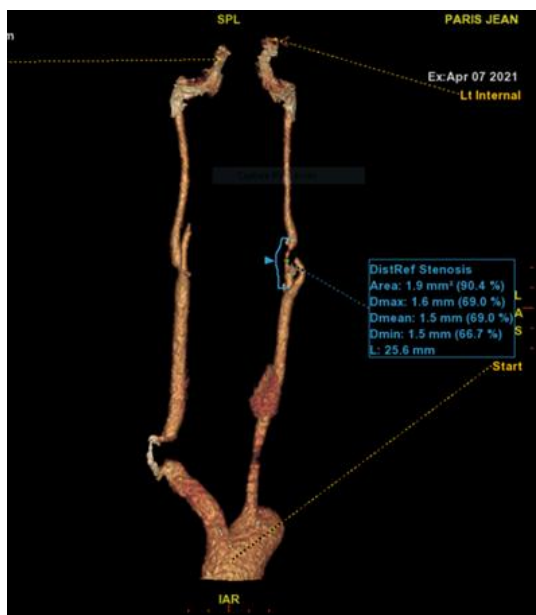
Angioscanner des troncs supra-aortiques en reconstruction VR montrant une sténose serrée de la carotide interne gauche / *CT Angiography of supra-aortic trunks in VR reconstruction showing tight stenosis of the left internal carotid artery.*
